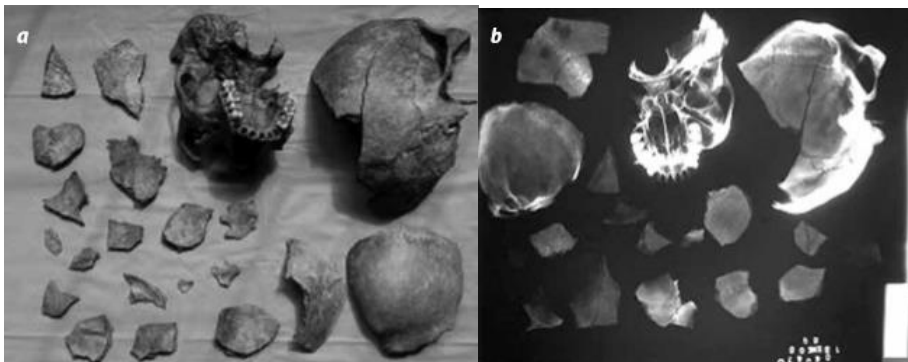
Estudio antropológico : a) inventario de piezas óseas sometidas para estudio b) Toma de radiografía de fragmentos óseos exhumados en una zona de conflicto armado.
